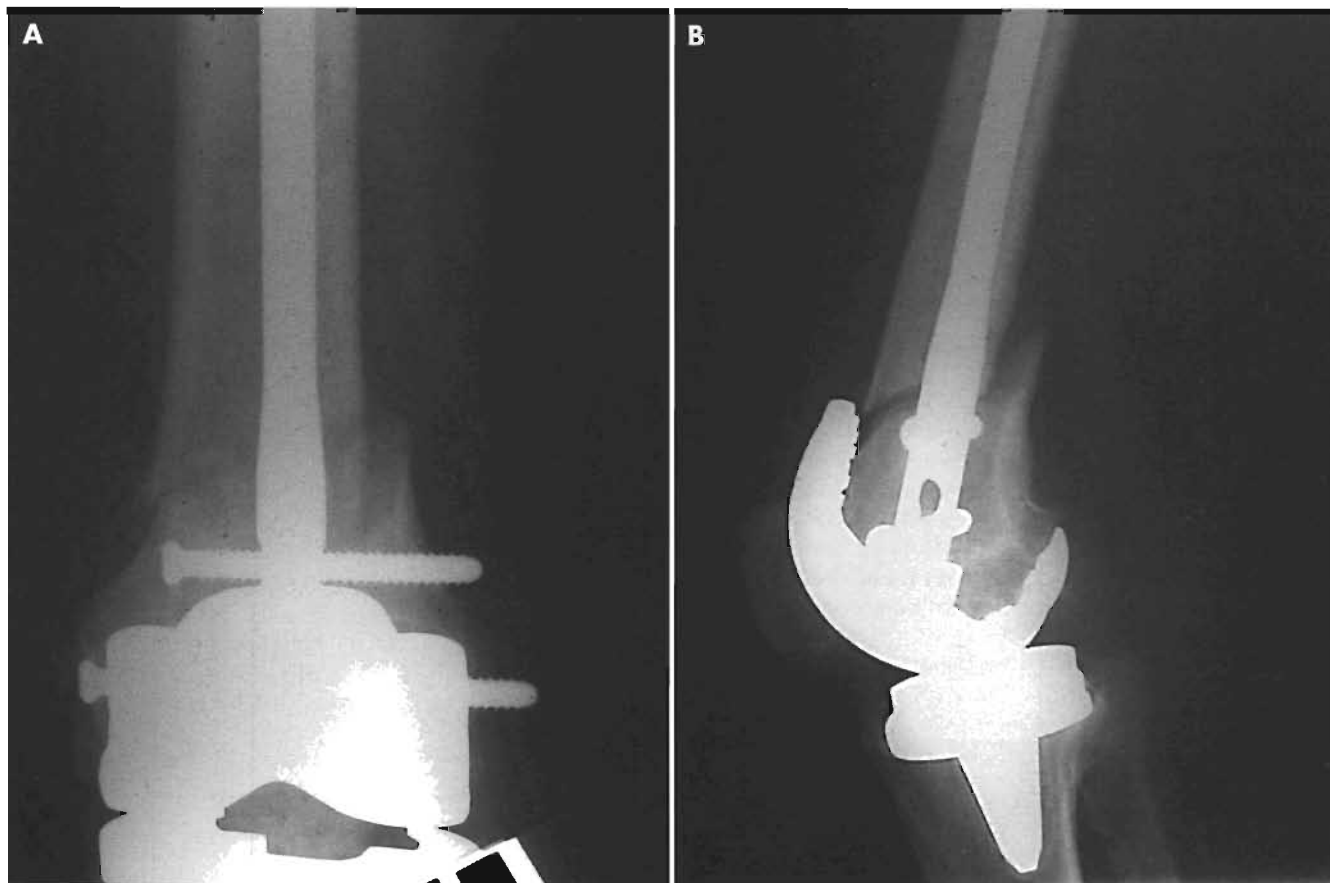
Radiografías anteroposterior (A) y lateral (B) de tratamiento quirúrgico de fractura periprotésica mediante enclavado retrógrado. Obsérvese la recuperación del eje con alineamiento de la fractura.
